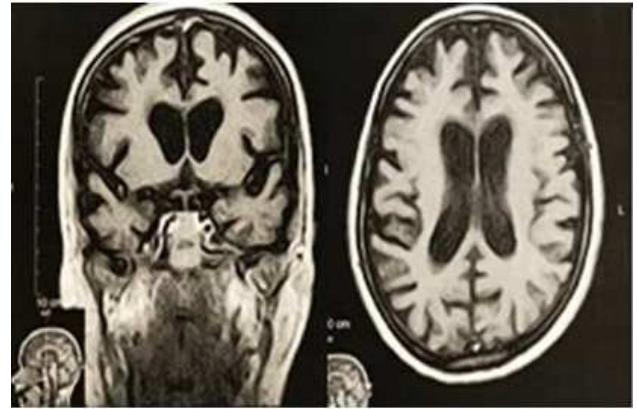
RM de crânio (FLAIR) corte coronal a esquerda, e axial a direita, demonstrando atrofia cortical difusa e dilatação dos ventrículos laterais, de aspecto compensatório e atrofia cortical.
